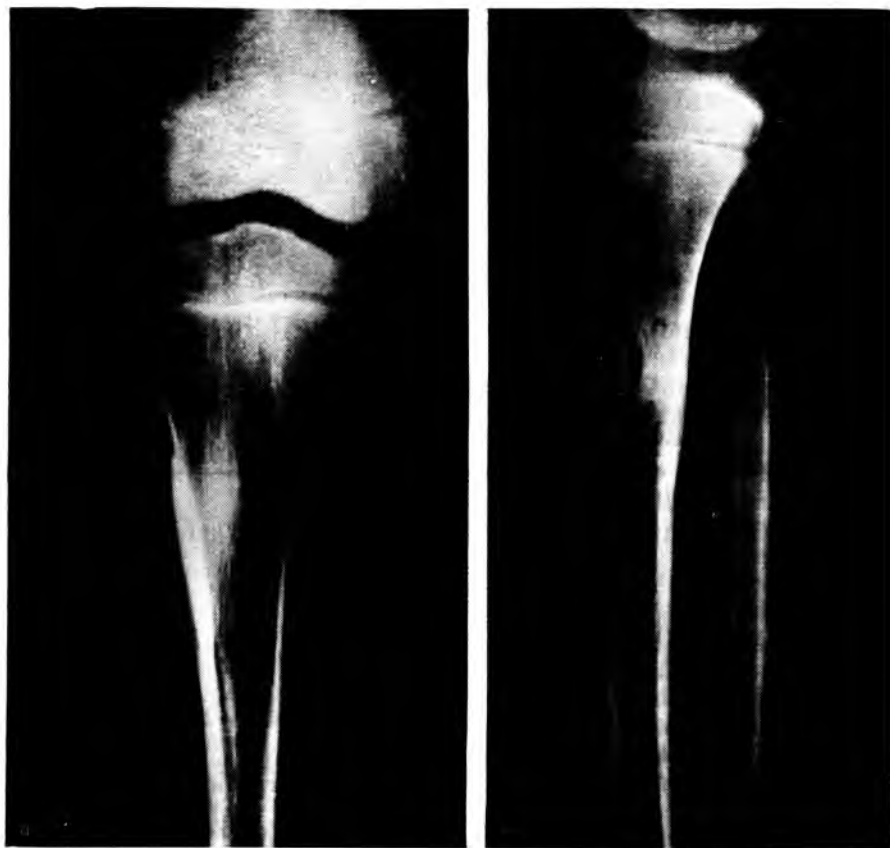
Остеоид-остеома большеберцовой кости у мальчика 8 лет. Рентгенограмма. Гнездо остеоид-остеоиды окружено реактивным гиперостозом. Рентгенограмма.
